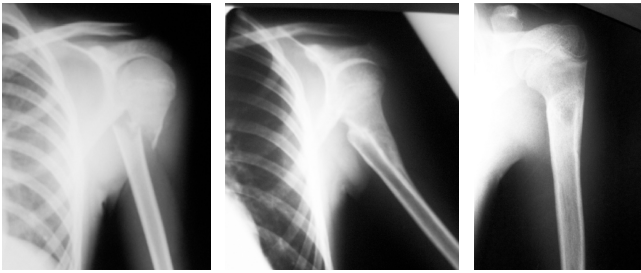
Radiografías evolutivas de un paciente de 8 años con una fractura metafisaria de húmero proximal manejado ortopédicamente. Nota: se observa la consolidación evolutiva. Fuente: Departamento de Radiología, Hospital de la Misericordia, Bogotá, D.C.
